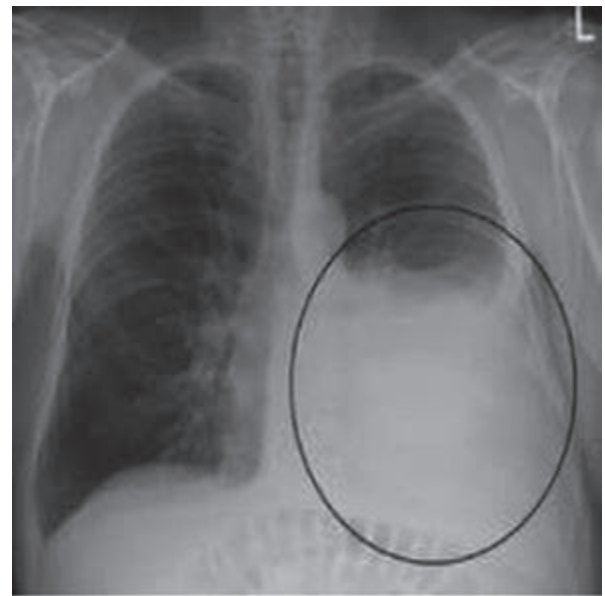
Рентгенография грудной клетки в прямой проекции. Гемоторакс слева
